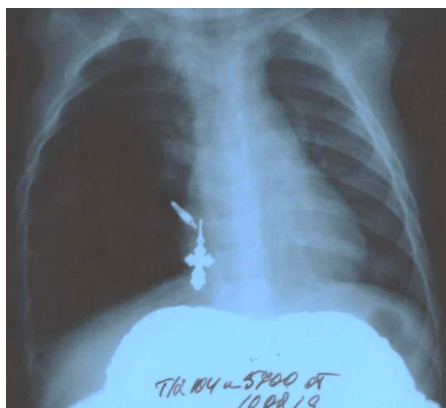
Рентгенограмма легких С.Д. от 10.09.19
